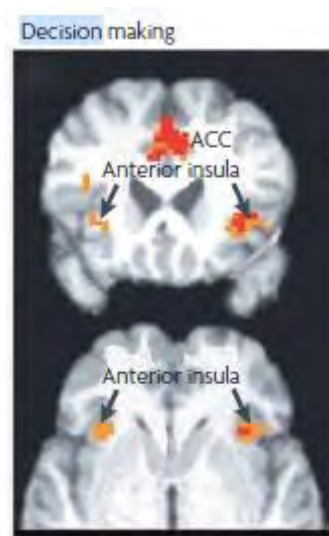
IRM fonctionnelle montrant l'activation conjointe de l'insula antérieure et du cortex cingulaire antérieur lors de la prise de décision. Issu de Thielscher et Pessoa (88).
